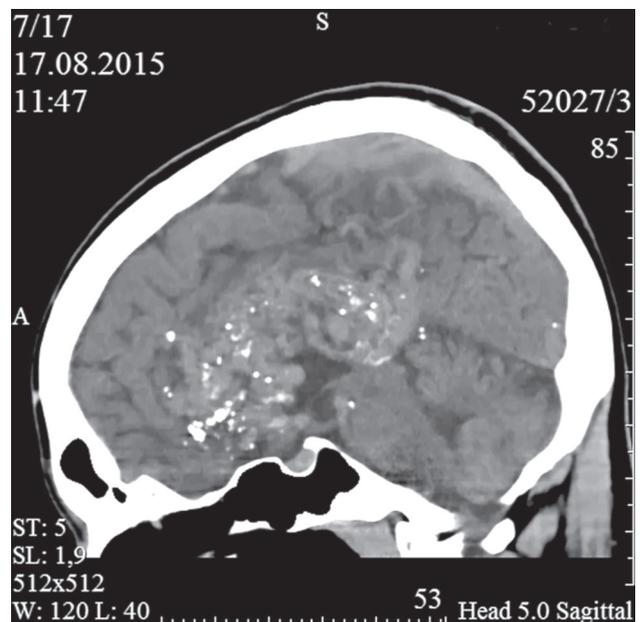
КТ-ангиография церебральных сосудов с контрастным усилением 31-летнего мужчины, артериальная фаза, сагиттальная проекция. Крупная АВМ в лобной, теменной и височной областях. Визуализируется гиперденсивный клубок расширенных сосудов с участками обызвествления плотностью 52–70 ед Н
